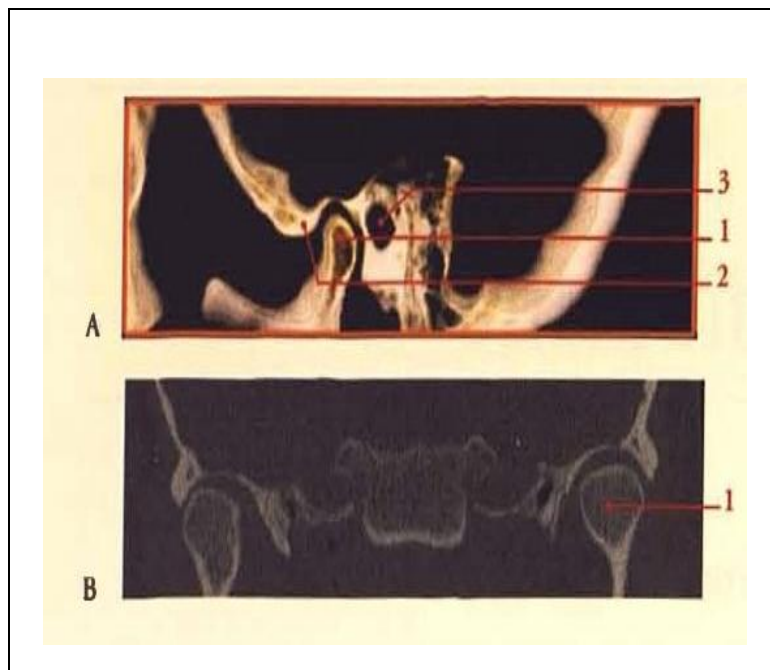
Coupe TDM sagittale(A) et coronale(B).
